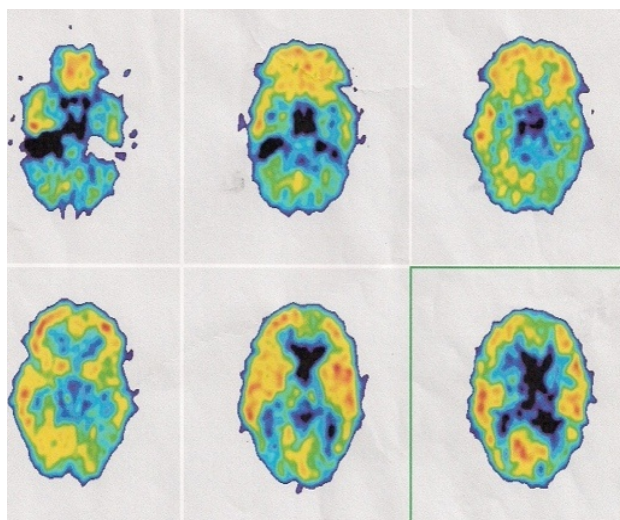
Результаты ^{18}F -ФДГ ПЭТ пациентки Т. до проведения в/а инфузии (описание в тексте)
